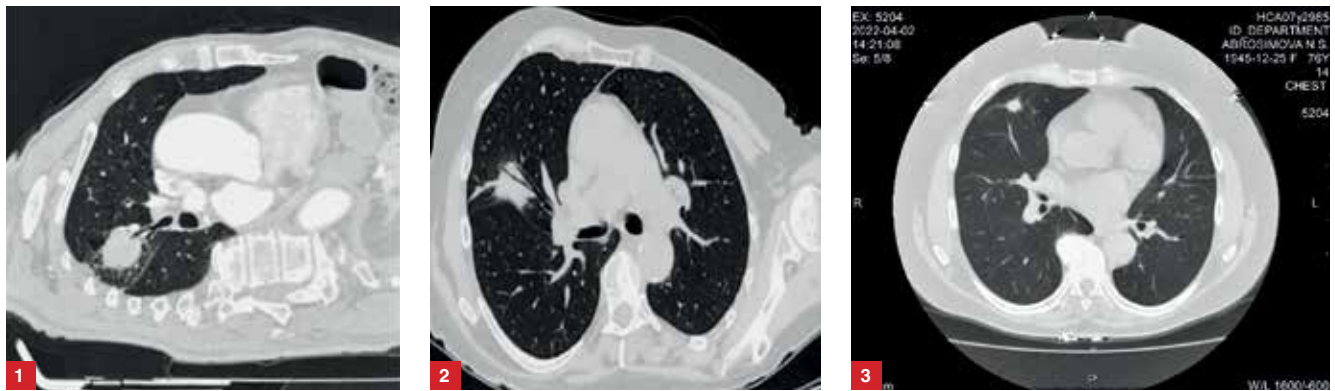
КТ. Легочный режим. Криволинейная реконструкция. Очаг в С1 правого легкого с подходящим бронхом (вариант 1)
